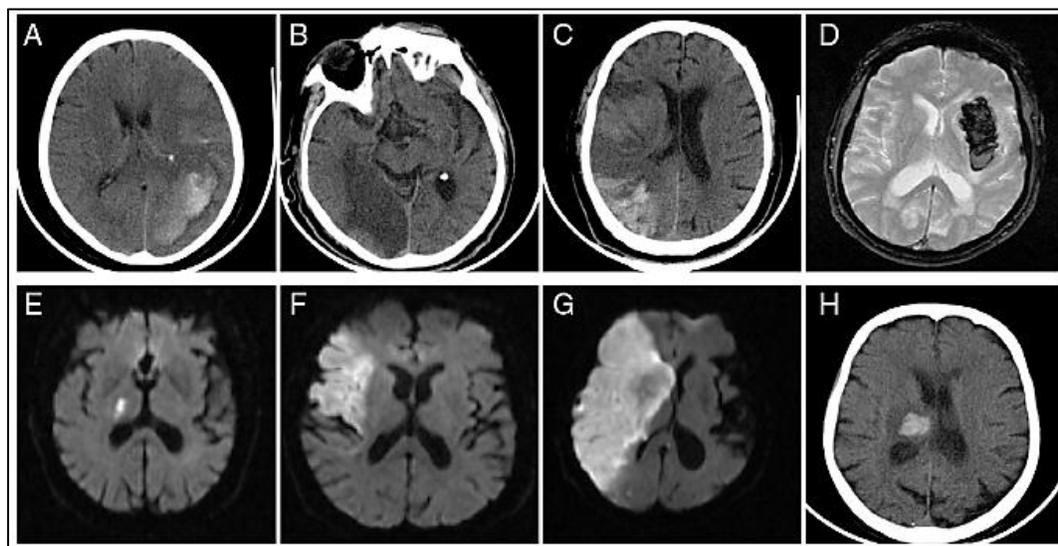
Neuroimágenes de: A. TAC: hematoma occipito-parieto-temporal izquierdo. B. TAC: infarto occipito-temporal derecho. C. TAC: infarto con transformación hemorrágica parieto-occipital derecho. D. Secuencia eco de gradiente de RM: hematoma capsular izquierdo. E. Secuencia difusión de RM: infarto isquémico en brazo posterior de la cápsula interna derecha. F. Secuencia difusión de RM: infarto fronto-insular derecho. G. Secuencia difusión de RM: infarto fronto-temporo-parietal, capsular, lenticular y caudado derecho. H. TAC: hematoma talámico derecho.
